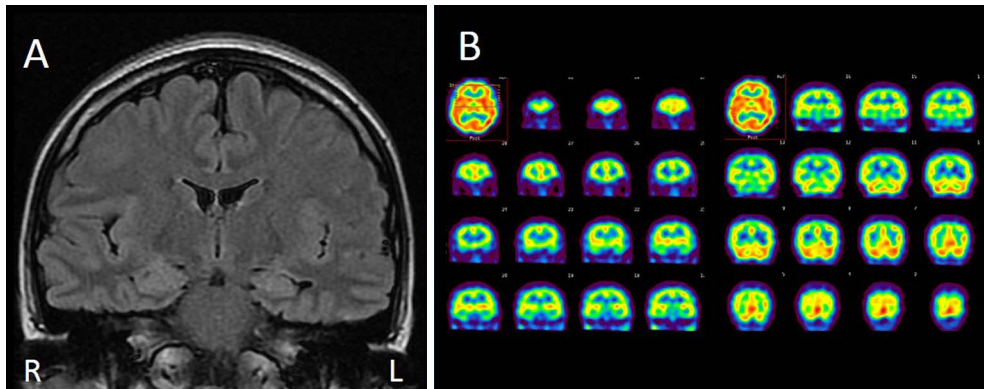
Brain magnetic resonance imaging and ^{99m}Tc -ECD single-photon emission computed tomography (SPECT) findings.
